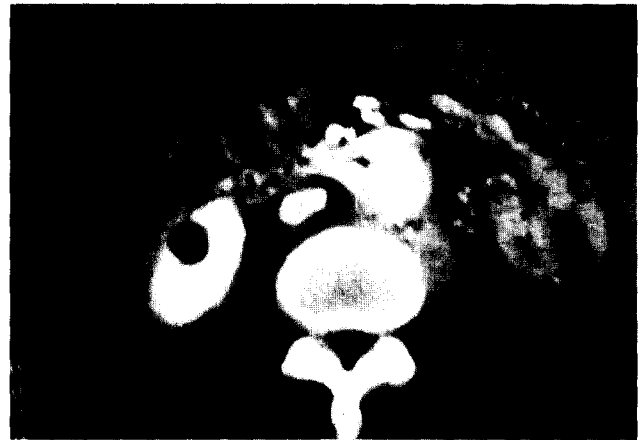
Abdominal CT showing mild fibrosis around graft.
